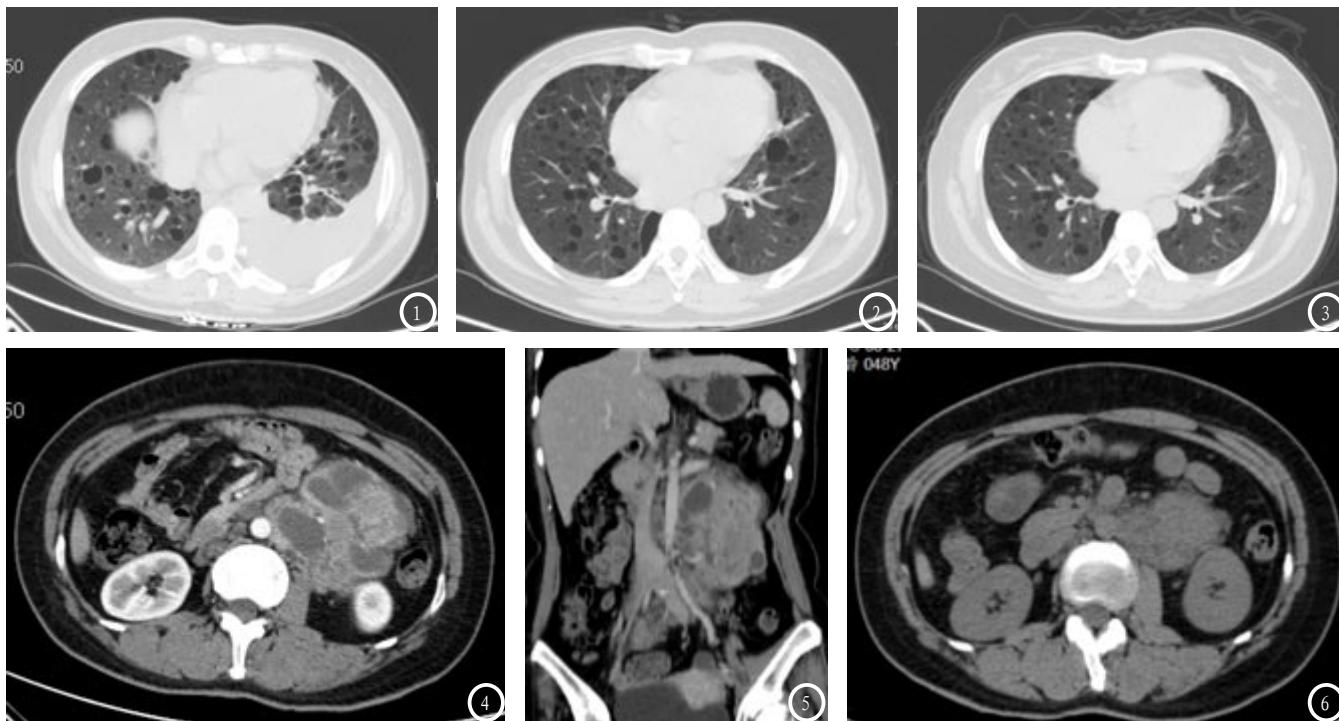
双肺弥漫性薄壁囊状改变, 两肺轻度磨玻璃样改变, 左侧胸腔中等量积液(图1); 2月(图2)及8月(图3)后复查双肺病情稳定, 弥漫性薄壁囊状改变和轻度磨玻璃样改变较初发时无明显恶化, 胸腔积液完全吸收。左肾前下方 $11.5 \times 7.4 \times 11.2$ cm囊实性软组织肿块, 动态增强实性部分明显强化(图4-5), 2月后复查CT, 左肾旁囊实性病灶明显缩小, 病灶内囊性成分吸收(图6)。
